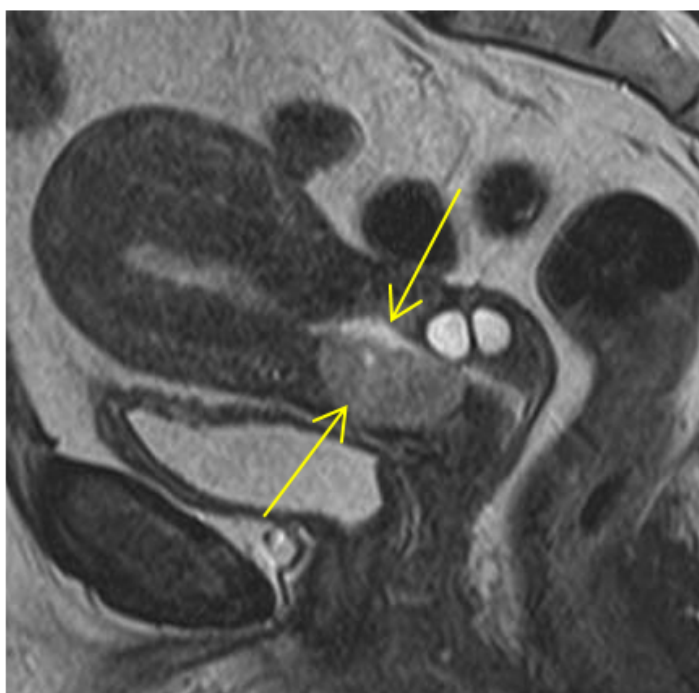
Магнитно-резонансная томограмма органов малого таза у больной раком цервикального канала (T2 взвешенное изображение в сагиттальной проекции). Стрелками указана опухоль, соответствующая ограниченному утолщению эпителиальной выстилки эндоцервикса
